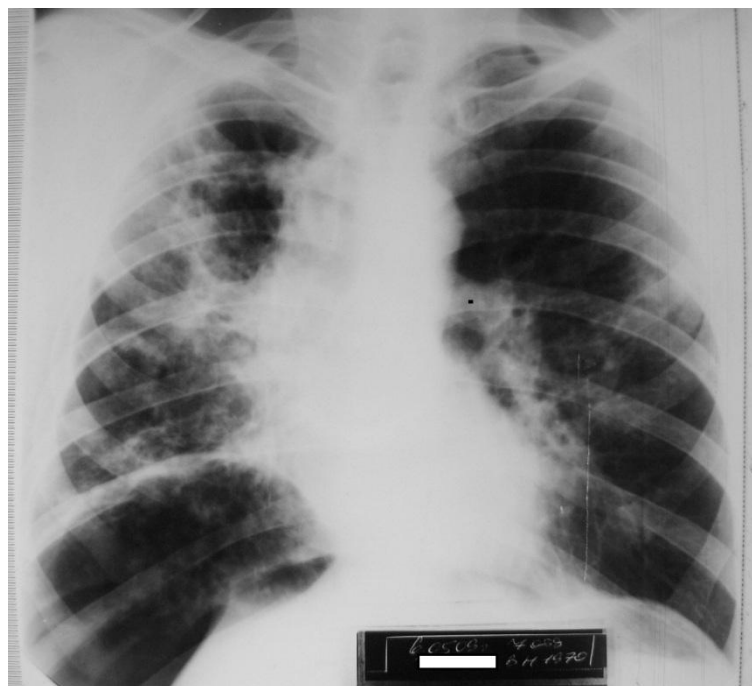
Обзорная рентгенограмма больного Г. в процессе лечения. В брюшной полости воздух (пневмоперитонеум).
